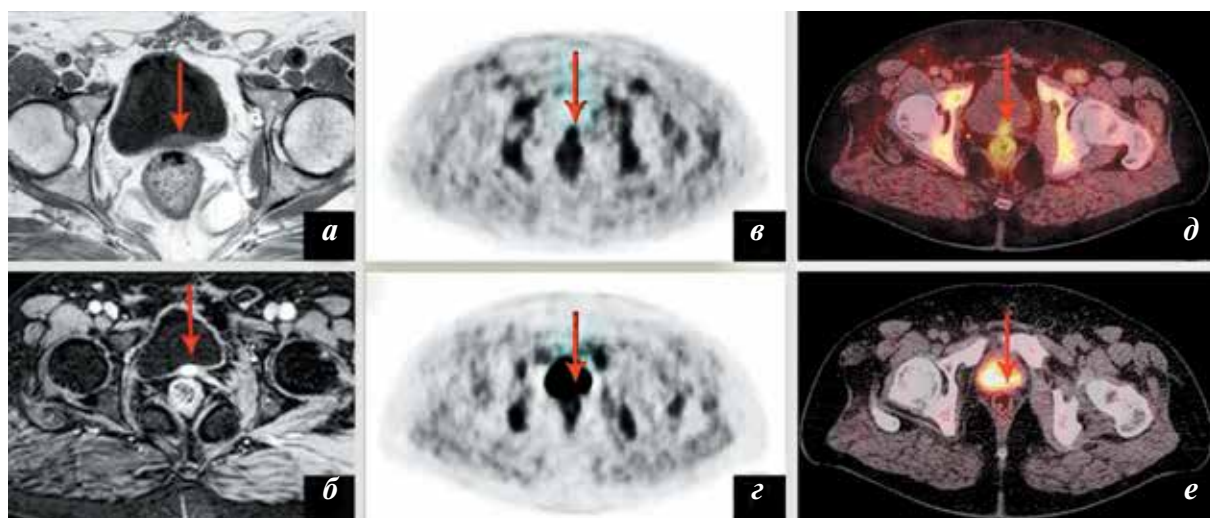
Рецидив РПЖ в ложе удаленной ПЖ: а, б — на T2-ВИ и T1-ВИ с контрастным усилением в аксиальной проекции определяется местный рецидив с врастанием в стенку мочевого пузыря (стрелки); в, г — ПЭТ-изображения на 1-м и 2-м этапах сканирования в аксиальной проекции, на 1-м этапе визуализируется очаг патологического накопления ^{18}F -холина в ложе ПЖ с врастанием в заднюю стенку мочевого пузыря, на 2-м этапе патологический очаг не дифференцируется на фоне «меченой» мочи (стрелки); д, е — соответствующие ПЭТ/КТ-изображения в аксиальной проекции с определением рецидива (стрелки)
